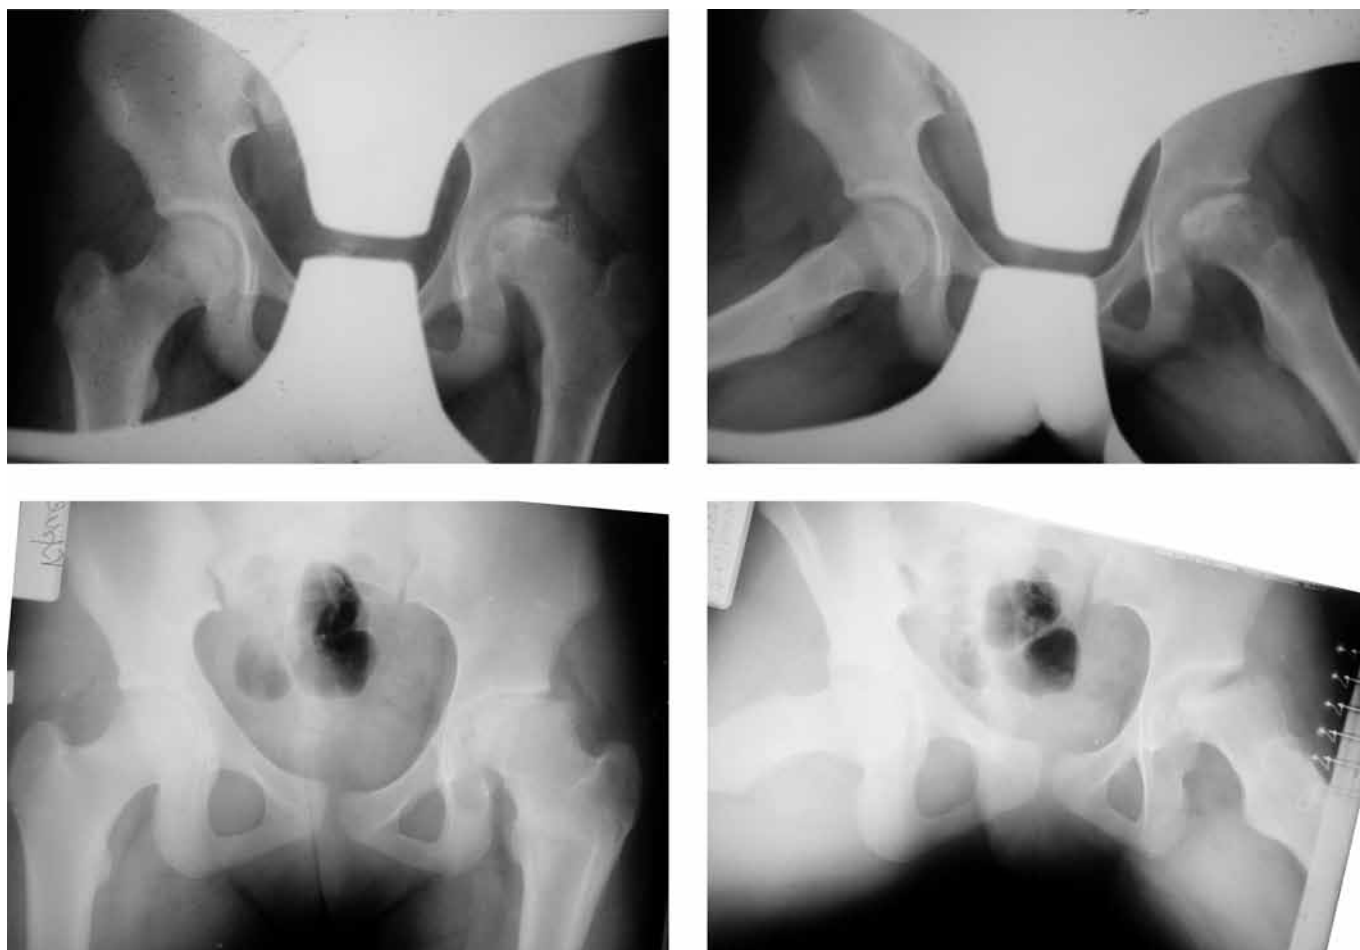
Рентгенограммы пациентки О. на момент постановки диагноза БЛКП в стадию импрессионного перелома (верхний ряд). Рентгенограммы пациентки в период исхода БЛКП в 15 лет (нижний ряд). Определяется 4 тип по Stulberg и 85 балла по Iowa hip score – тип исхода БЛКП С.
